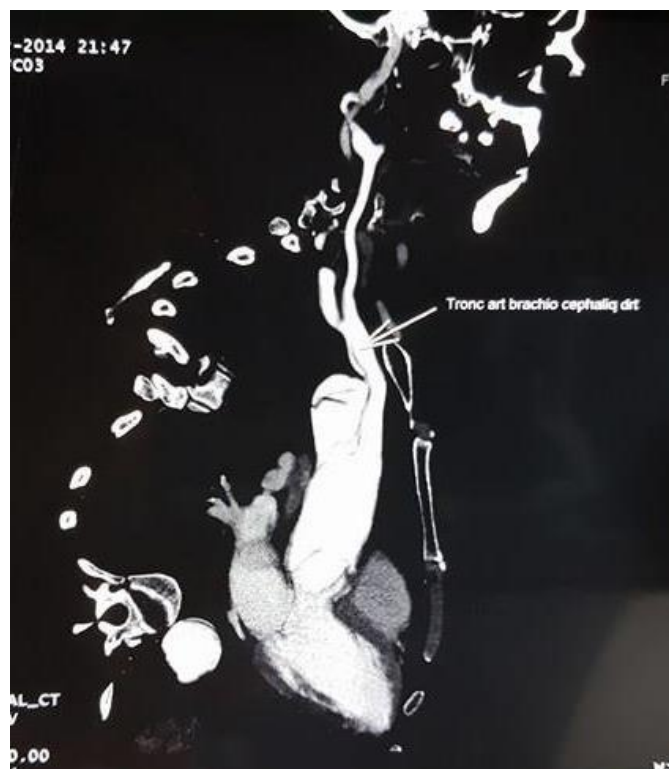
Angio-TDM aortique montrant une DA étendue au tronc artériel brachio-céphalique
